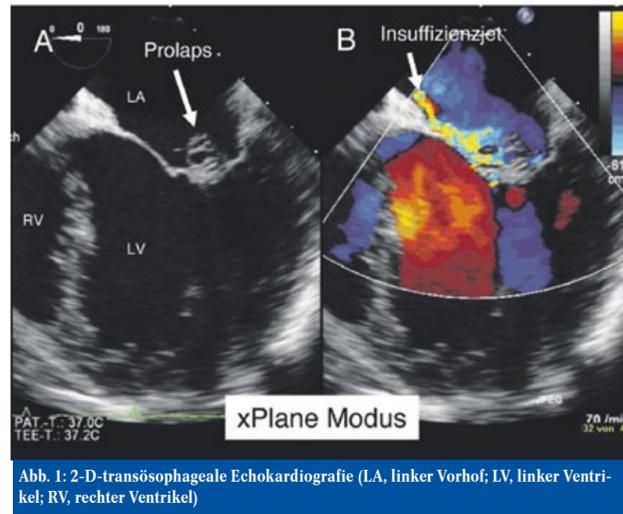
2-D-transösophageale Echokardiografie (LA, linker Vorhof; LV, linker Ventrikel; RV, rechter Ventrikel)
